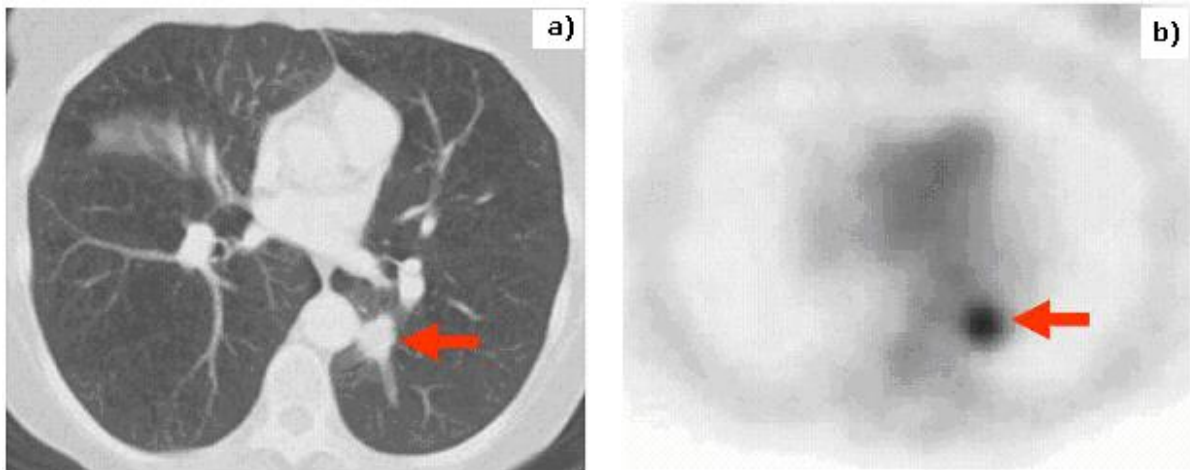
NODUL PULMONAR SOLITAR: A) CT – NODUL PULMONAR PARAAORTIC STÂNG; B) FDG-PET ARATĂ O CAPTARE CRESCUTĂ A FDG; BIOPSIA A PUS DIAGNOSTICUL DE CANCER BRONHO-PULMONAR FĂRĂ CELULE MICI (NSCLC).²⁷
